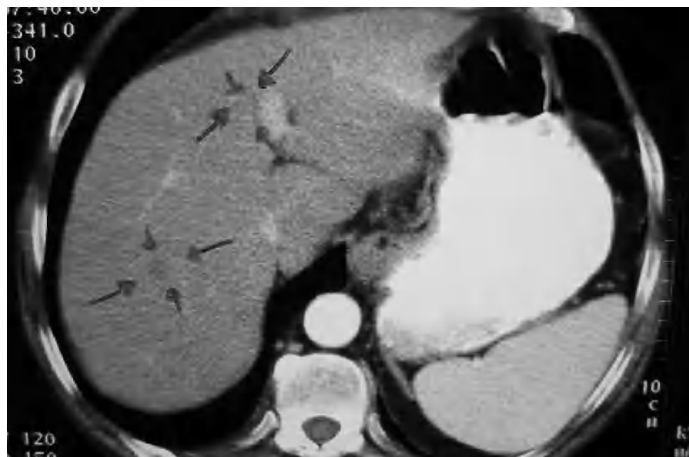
La tomografía axial computarizada de abdomen muestra en los segmentos hepáticos IV y VIII unas imágenes hipodensas sugestivas radio-lógicamente de afectación metastásica.
